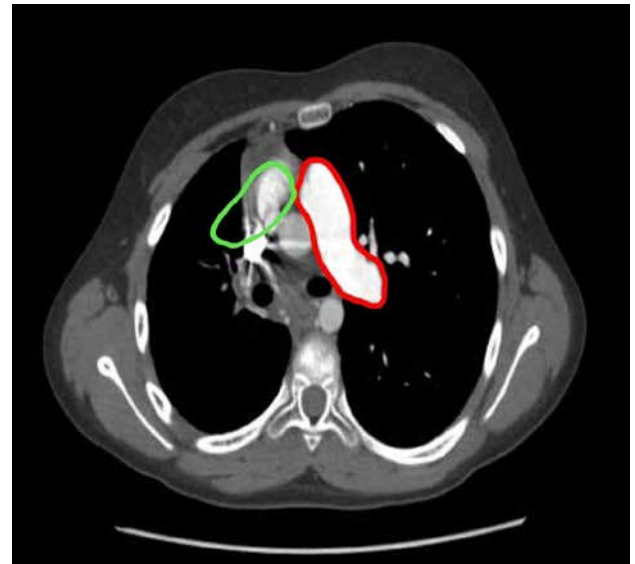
Angiotomografia computadorizada de tórax em corte transversal em janela de mediastino. Em verde: onde deveria estar localizada a Artéria Pulmonar Direita (APD). Em vermelho: onde está localizado o tronco da artéria pulmonar.
